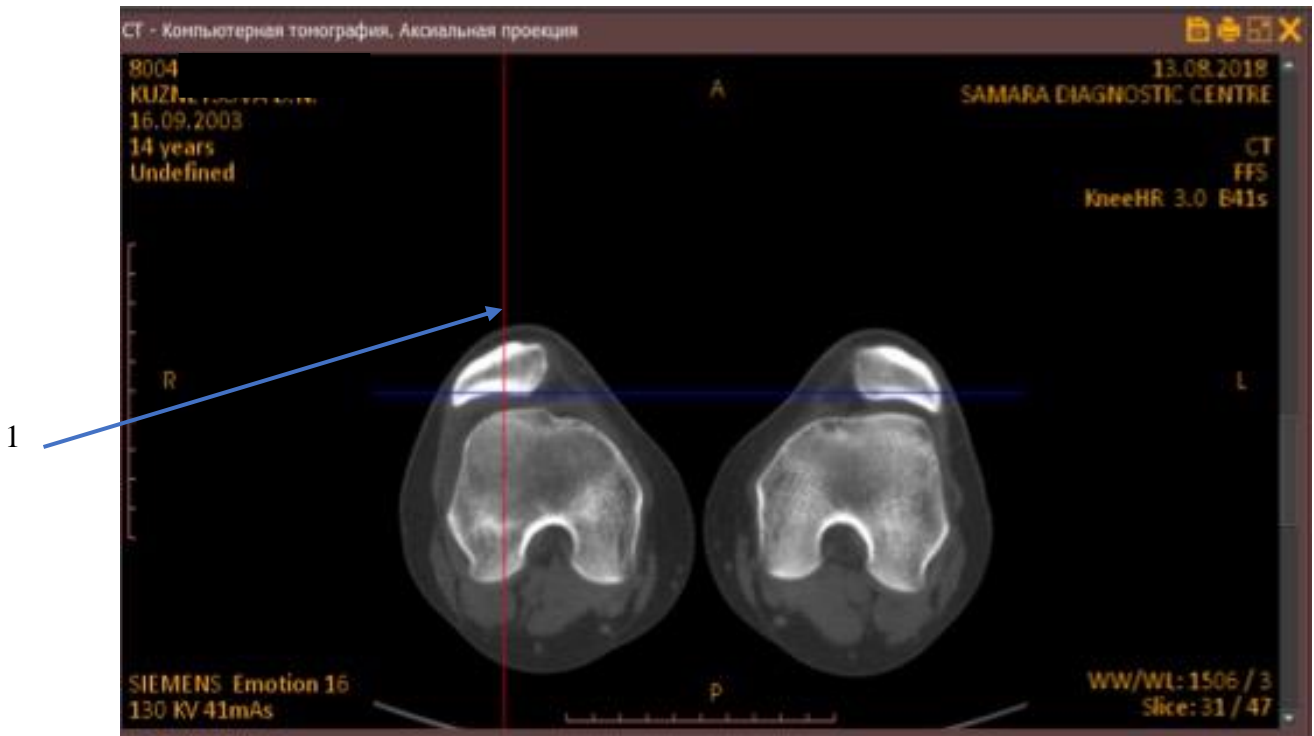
Компьютерная томограмма коленного сустава, аксиальная проекция: 1 - ось Y, проведенная через центр надколенника.
